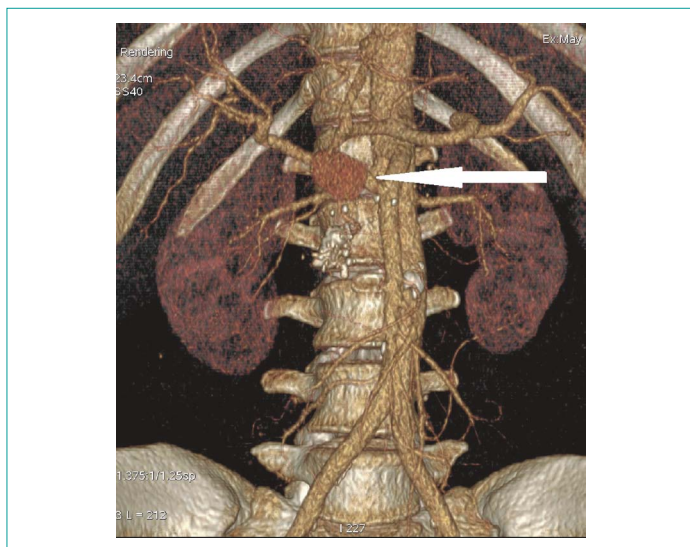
Компьютерная томография с контрастированием. Аневризма гастродуоденальной артерии (указана стрелкой)
